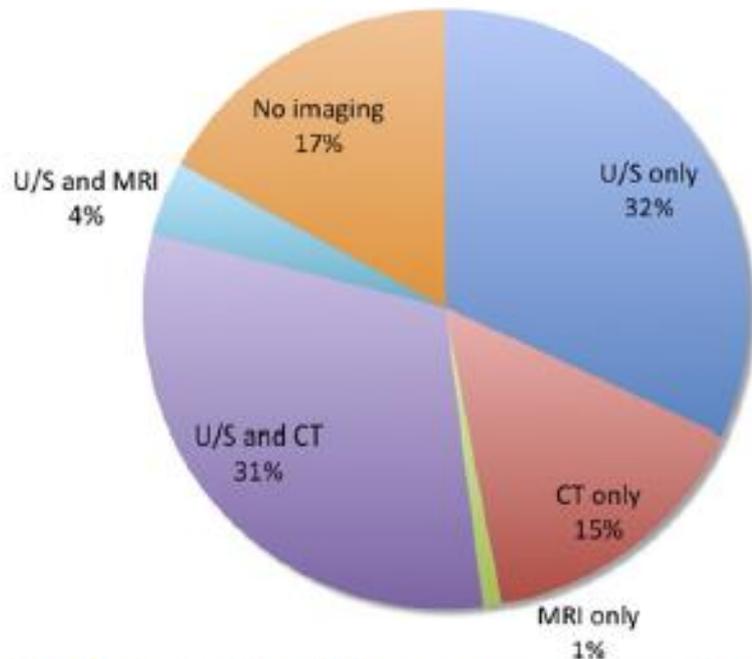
Radiographic modality necessary to reach diagnosis (n = 100).
